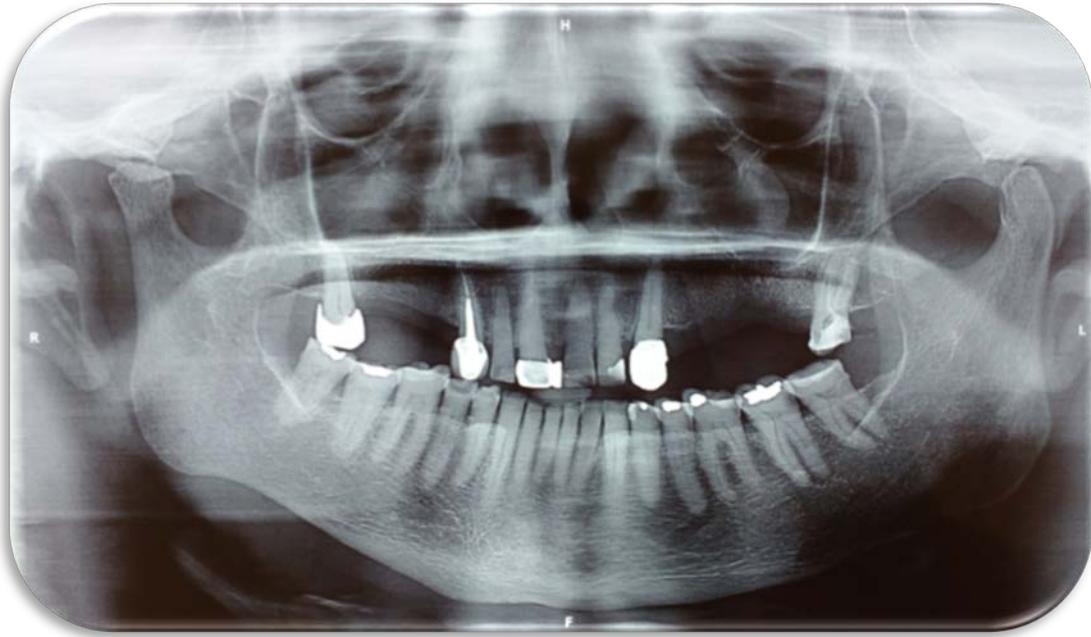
Radiografía Panorámica: No se observa indicios de ONAIB en hueso
